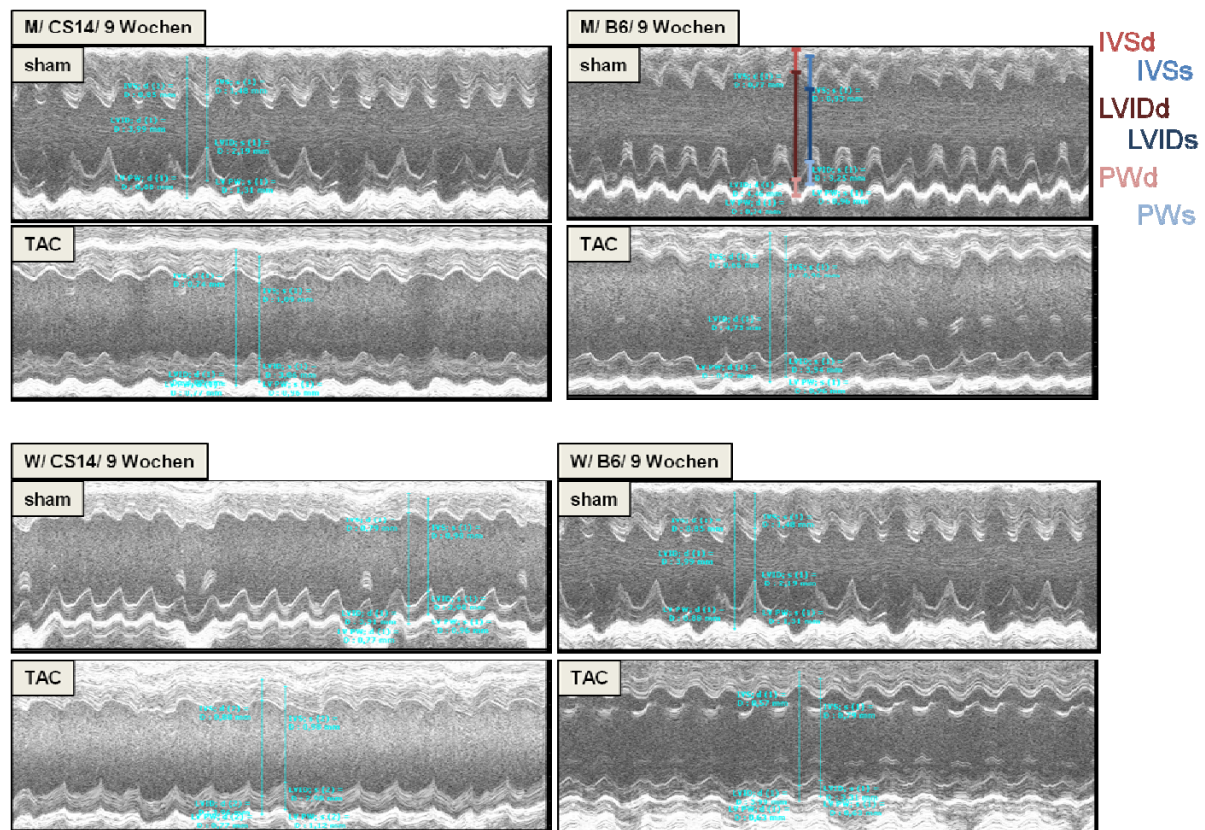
Exemplarische Darstellung der echokardiographischen Aufnahme im M-Mode
